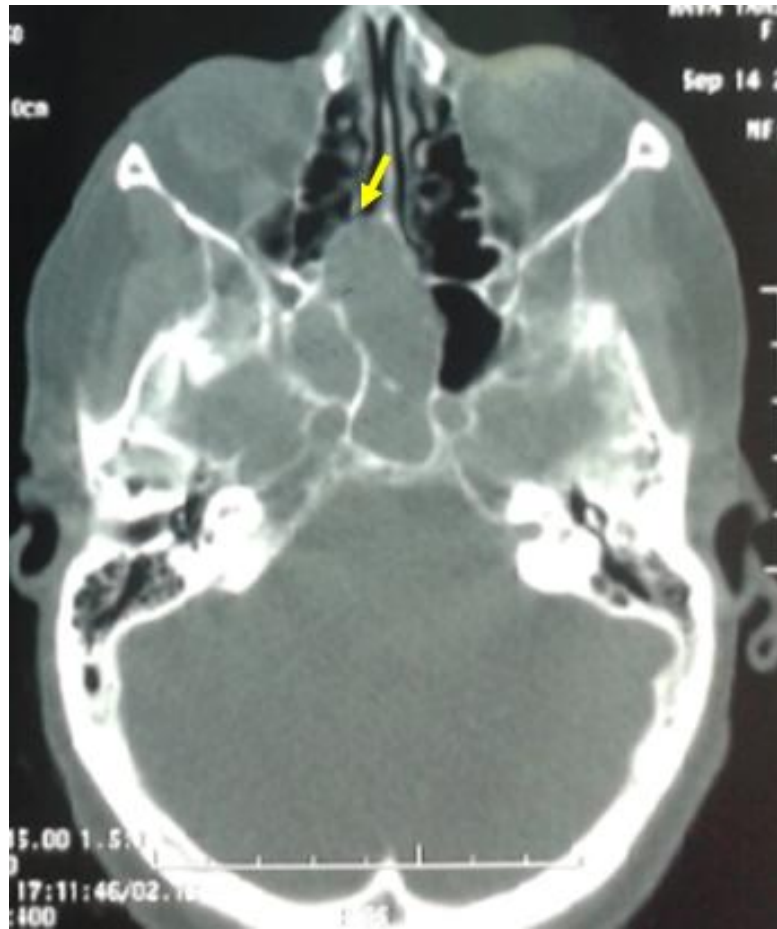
TDM des sinus C- fenêtre osseuse coupe axiale montrant une masse hypodense comblant le récessus sphéno-éthmoïdal droit (Flèche jaune) dans le cas de Chondrome sphénoïdal. (Iconographie du service d'ORL CHU Hassan II FES)
